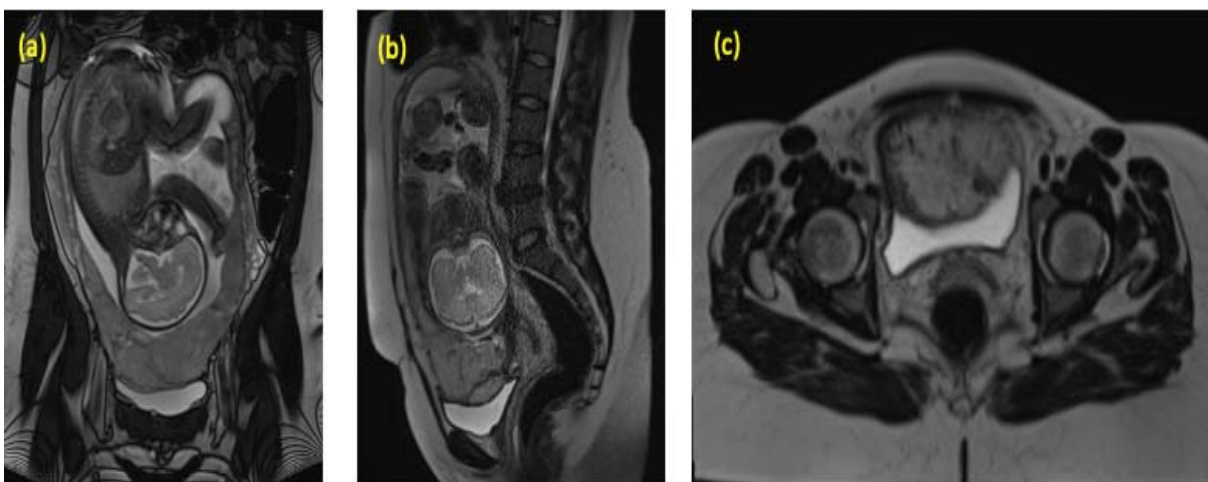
IRM pelvienne anténatale : Séquences T2 coronale (a), sagittale (b) et axiale (c) démontrant un placenta recouvrant ayant un aspect percreta avec probable envahissement de la paroi supérieure de la vessie.
